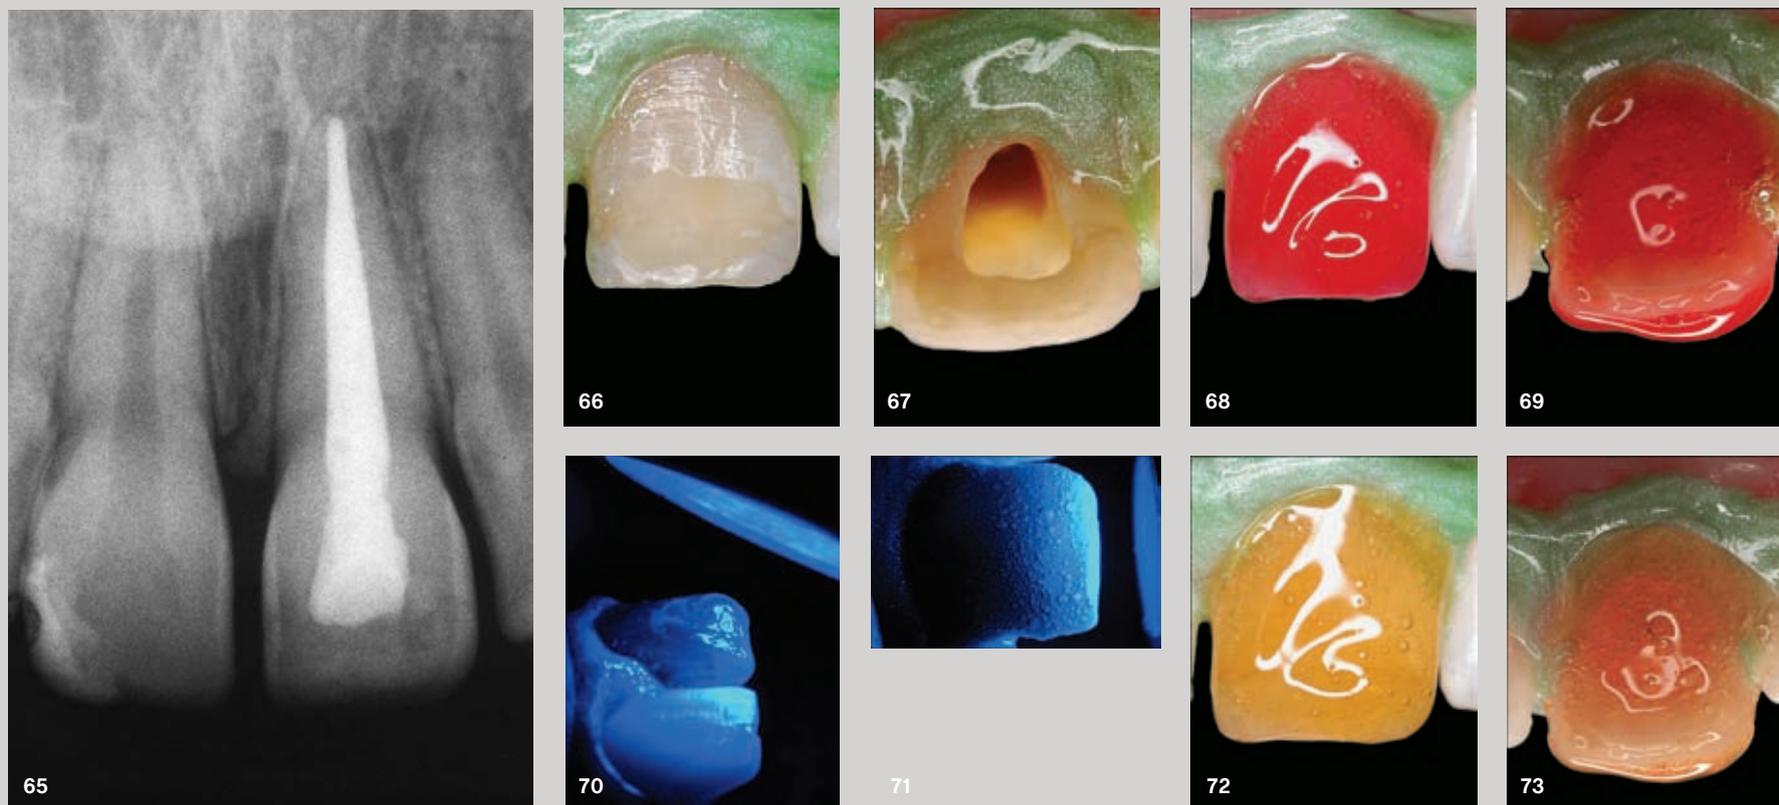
Radiografia periapical evidenciando a provável causa do manchamento: restos de material de obturação na câmara pulpar. Restos necróticos da polpa, difusão de íons ferro provenientes de hemorragia pulpar e materiais de obturação são os agentes cromóforos mais comuns nesses casos. Todos, exceto alguns cimentos para obturação endodôntica, são relativamente sensíveis aos radicais livres oferecidos durante a terapia clareadora.
